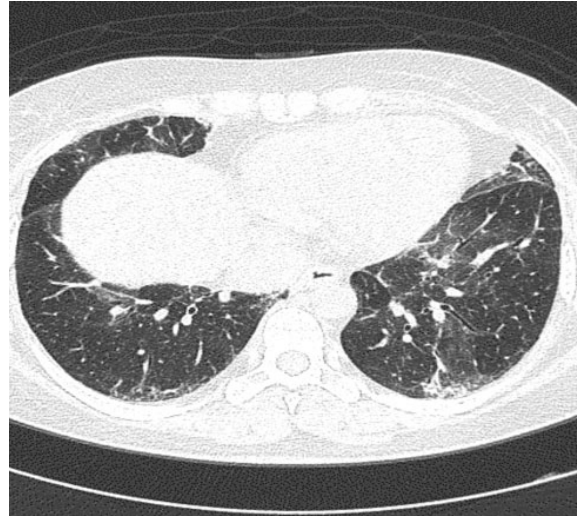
RA with NSIP in a 48-year-old woman. CT scan shows patchy distribution of irregular linear hyperattenuating areas and ground glass attenuation in both lungs.
